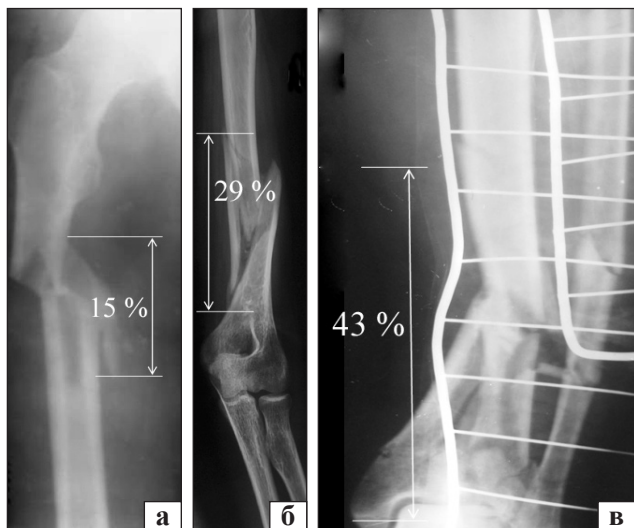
Рентгенограммы бедренной (I группа) (а), плечевой кости (II группа) (б) и костей голени (III группа) (в) оскольчатыми переломами и различной протяженностью зоны разрушения сегмента
